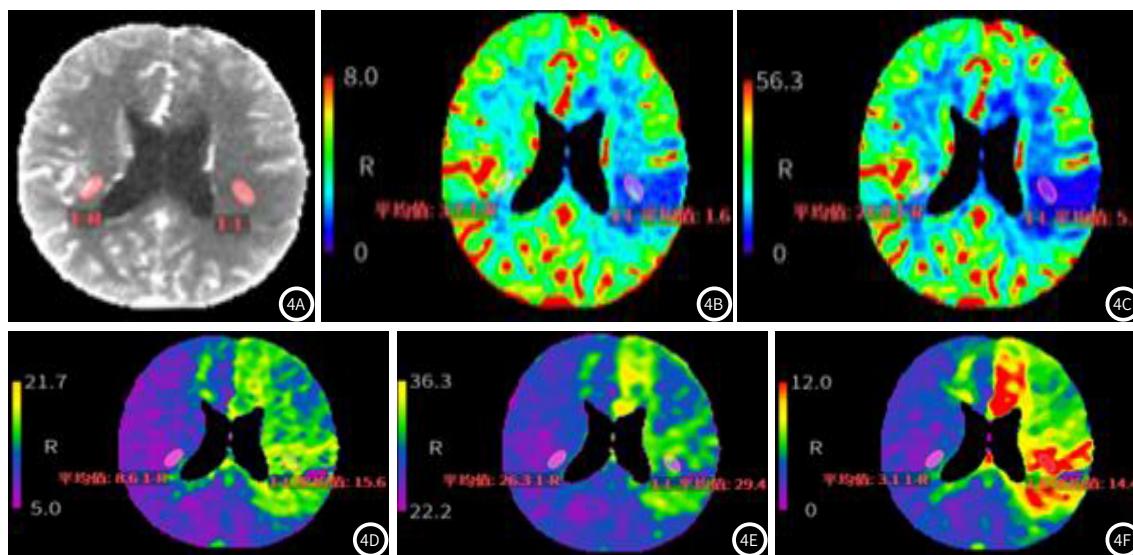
图4F CT脑灌注成像图，见左侧大脑半球状灌注减低。图4B-4C为CBV、CBF图，患侧测值较健侧减小。图4D-4F为MTT、TTP、Tmax图，患侧测值较健侧延长。图4F为Tmax图，红色区域为核心梗死区，绿色区域为缺血半暗带区。
